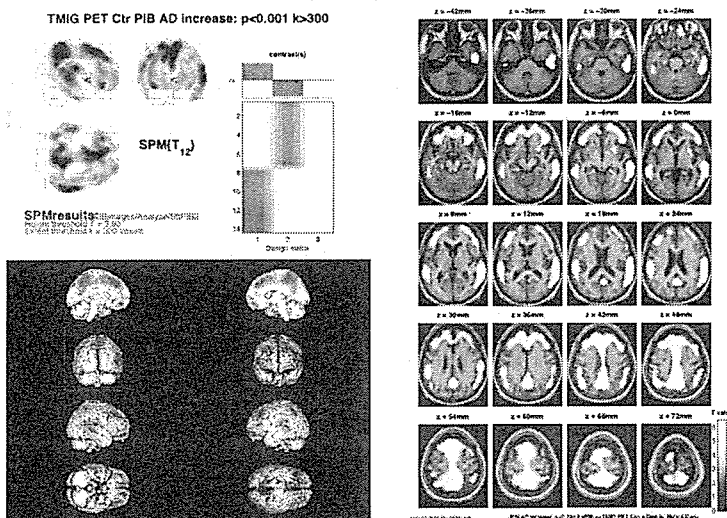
アルツハイマー病 (AD) と対象例 (control) における PIB-PET と FDG-PET の平均画像。AD は同一の 7 例の平均。PIB の control は、非 AD 7 例の平均、FDG の control は 40 名の健常者の平均を提示。平均的な PIB 集積パターンと代謝低下パターンを比較してみることができる。PIB はアルツハイマー病では一次運動感覚皮質と辺縁系を除き、新皮質に広範な集積がある。楔前部が最も高く、線条体にも特異的な集積がある。視床と脳幹部の集積は非特異的で、非アルツハイマー病症例ではその他の部位には局所的な集積は見られない。PIB 集積の高い部位が必ずしも代謝低下の強い部位ではない。
